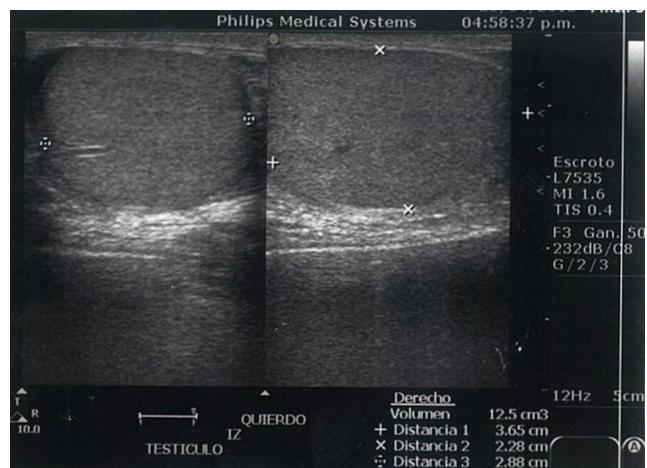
Ultrasonido doppler de testículo izquierdo sin evidencia de flujo y ausencia de saturación de las estructuras vasculares.
